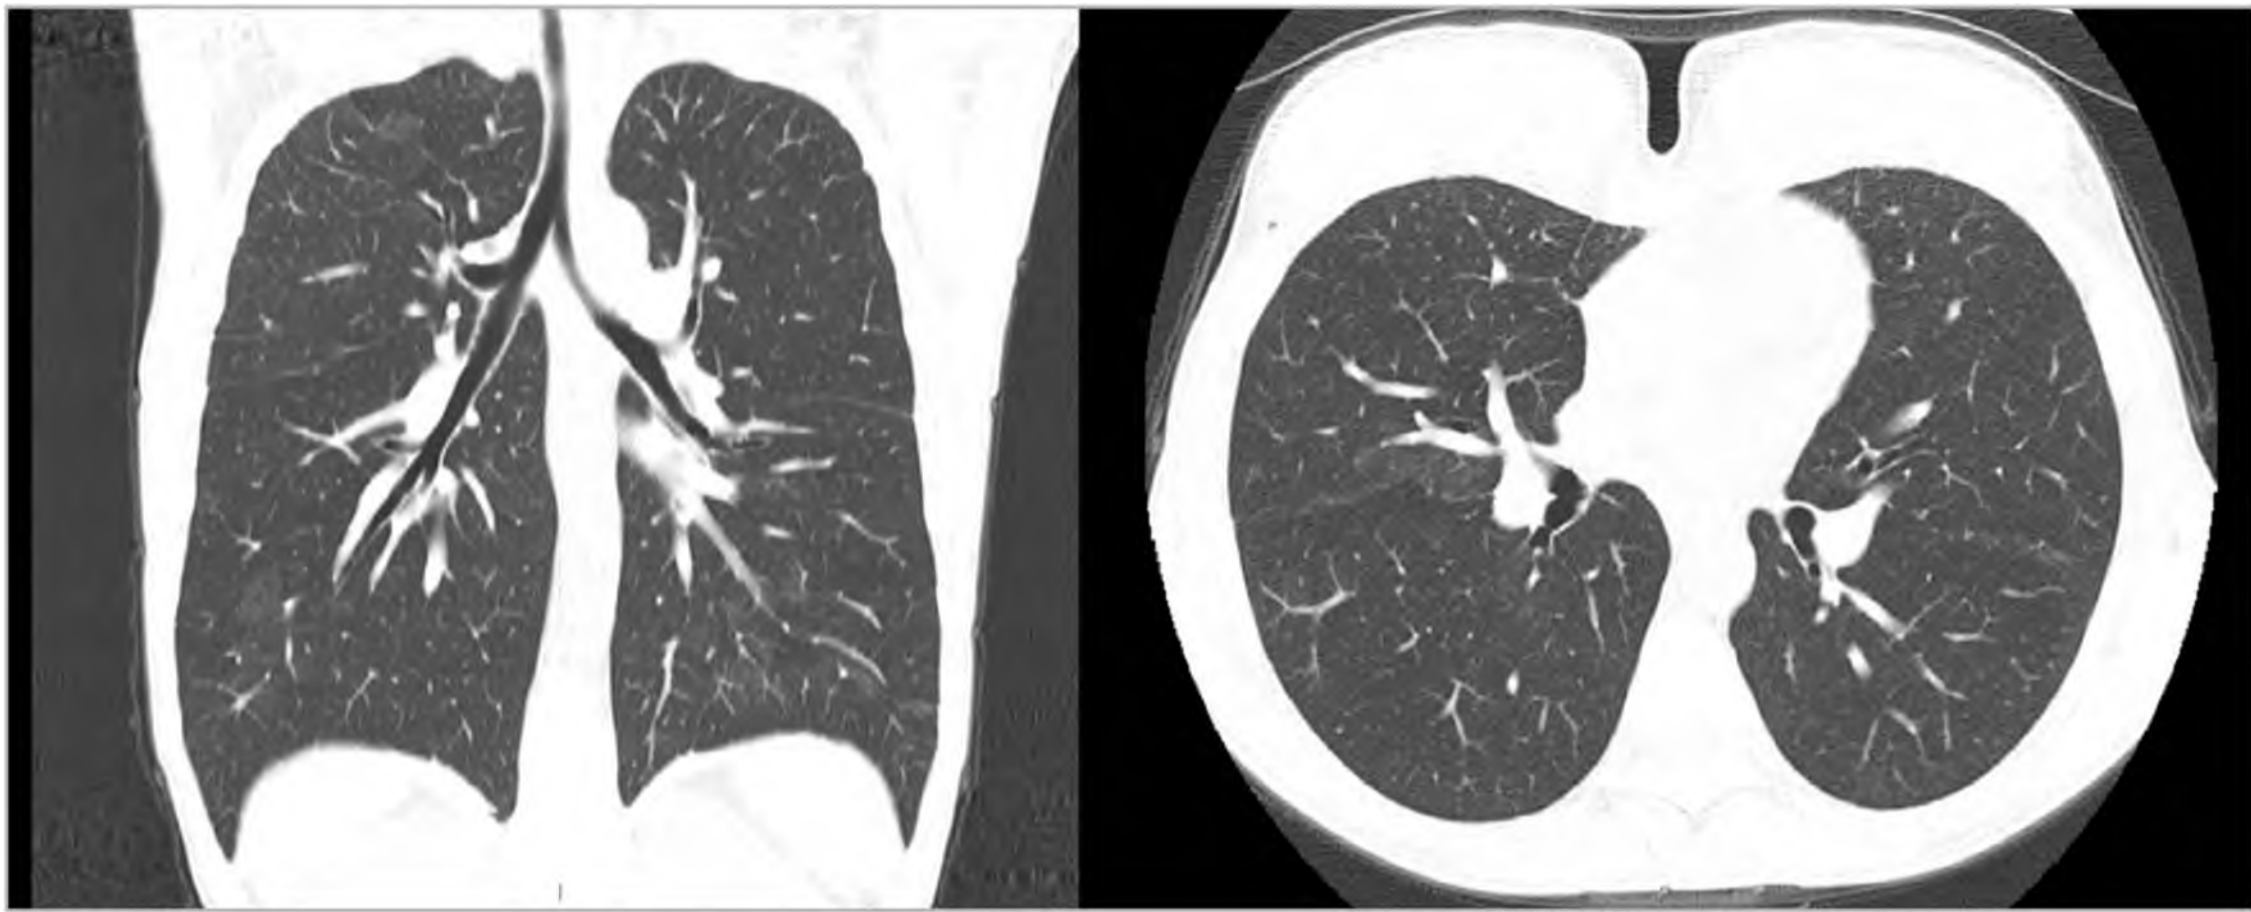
Tomografia computadorizada do tórax 30 dias após a admissão.
